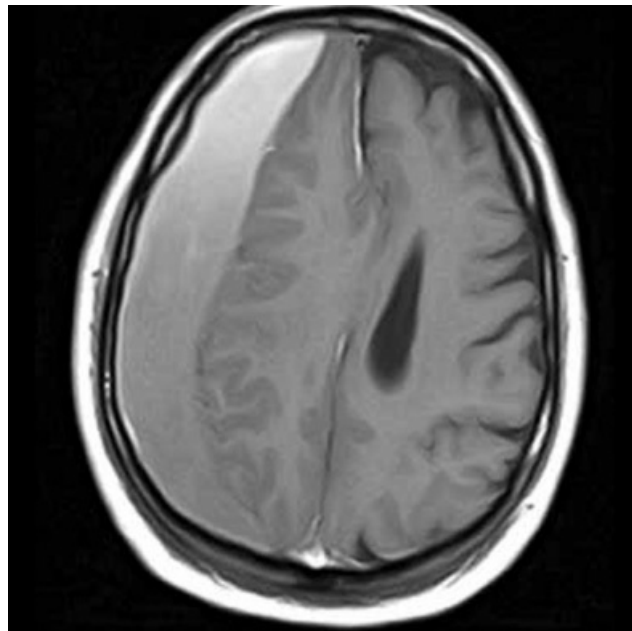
HSD por ressonância magnética.
